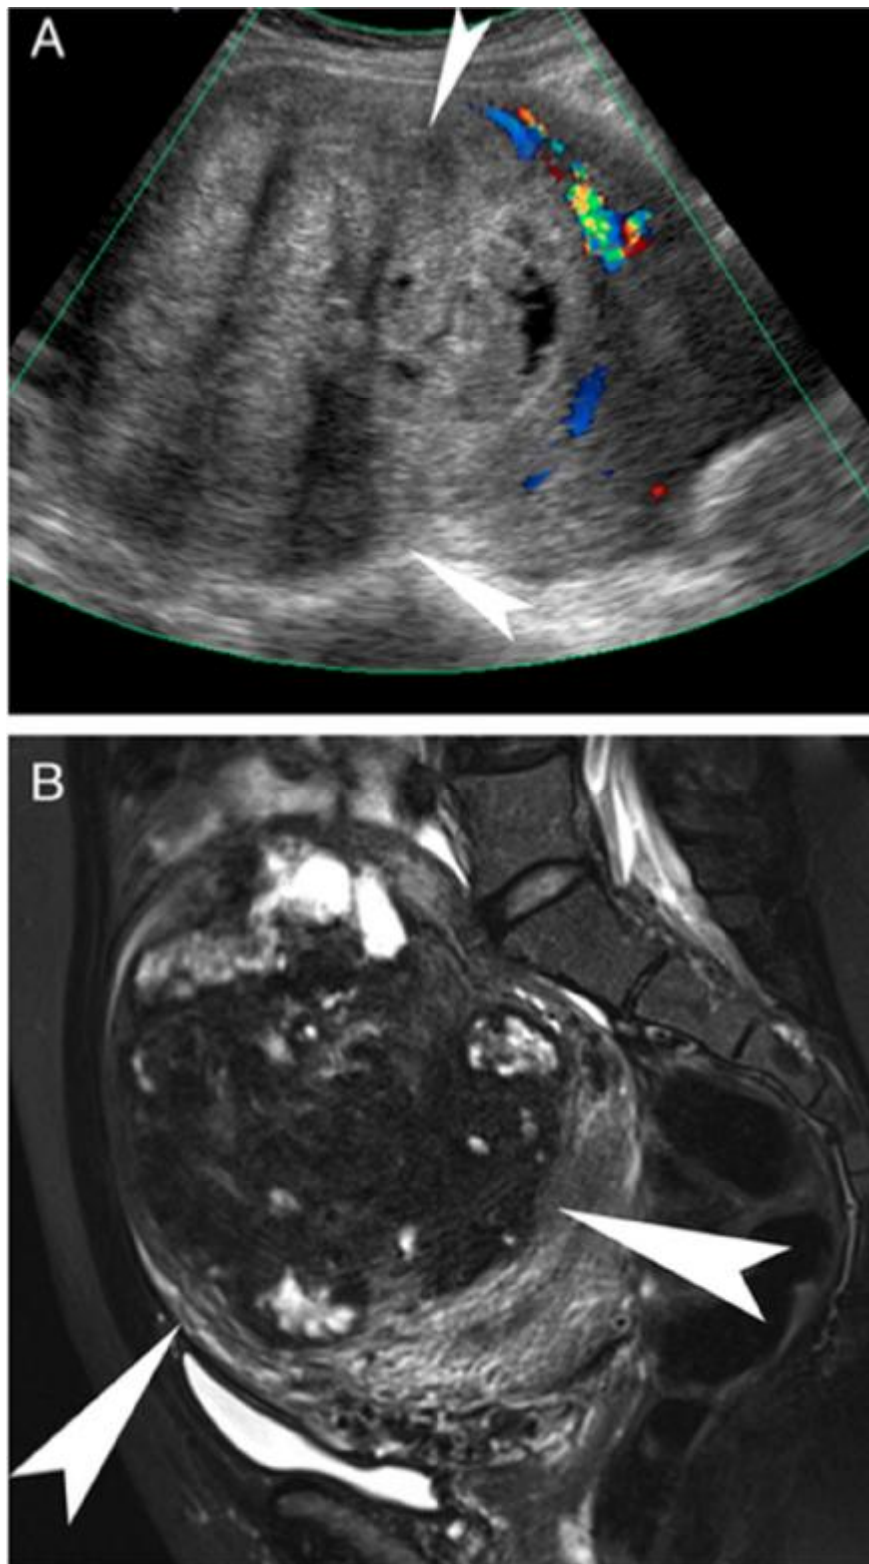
(33): Echographie et IRM réalisées chez une patiente de 37 ans ayant un fibrome et candidate pour embolisation de l'artère utérine. A : L'échographie montre un large fibrome utérin considéré comme sous-muqueux. B : IRM montre un large fibrome utérin hétérogène considéré comme interstitiel. L'attitude thérapeutique initiale qui consistait en une hystérectomie sur les données de l'échographie a été modifiée sur les bases des résultats de l'IRM qui préconise une embolisation de l'artère utérine.
